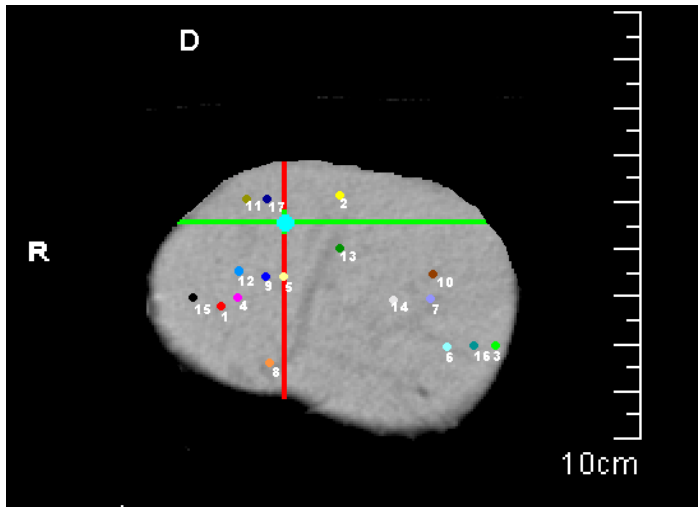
CT-Bild, Ferkel, Transversalansicht der Leber mit Positionen
